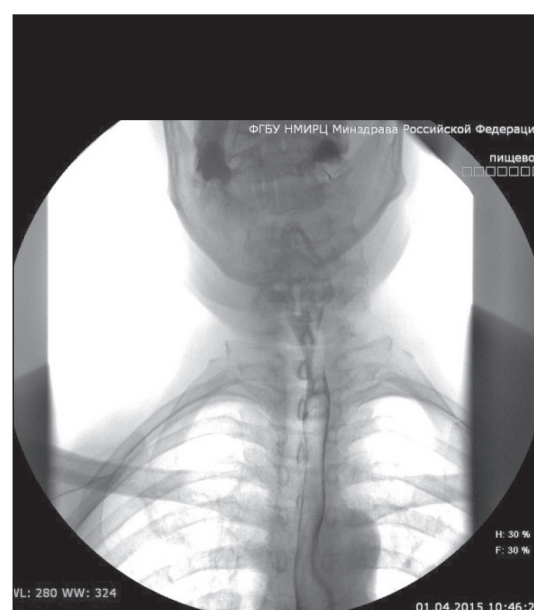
Рентгенограмма пищевода. Дата исследования апрель 2015 г.
